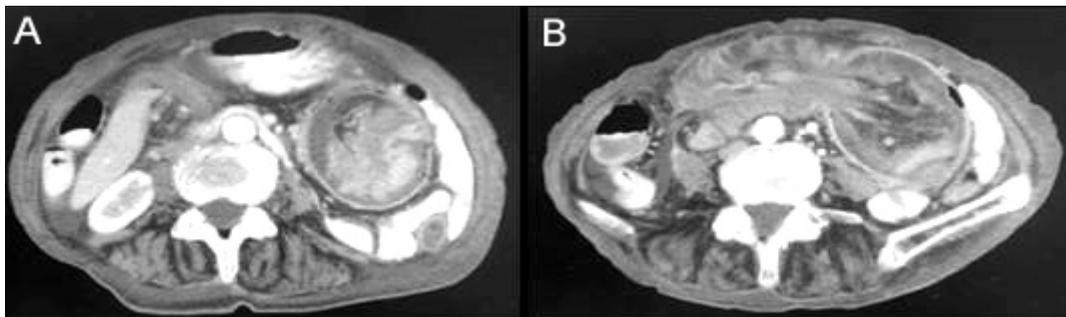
Tomografía computarizada con contraste. Cortes axiales que evidencian la invaginación colocolica. A. Signo de "diana". B. Imagen en "forma de salchicha" que representa la grasa con los vasos mesentéricos dentro de la luz intestinal.
